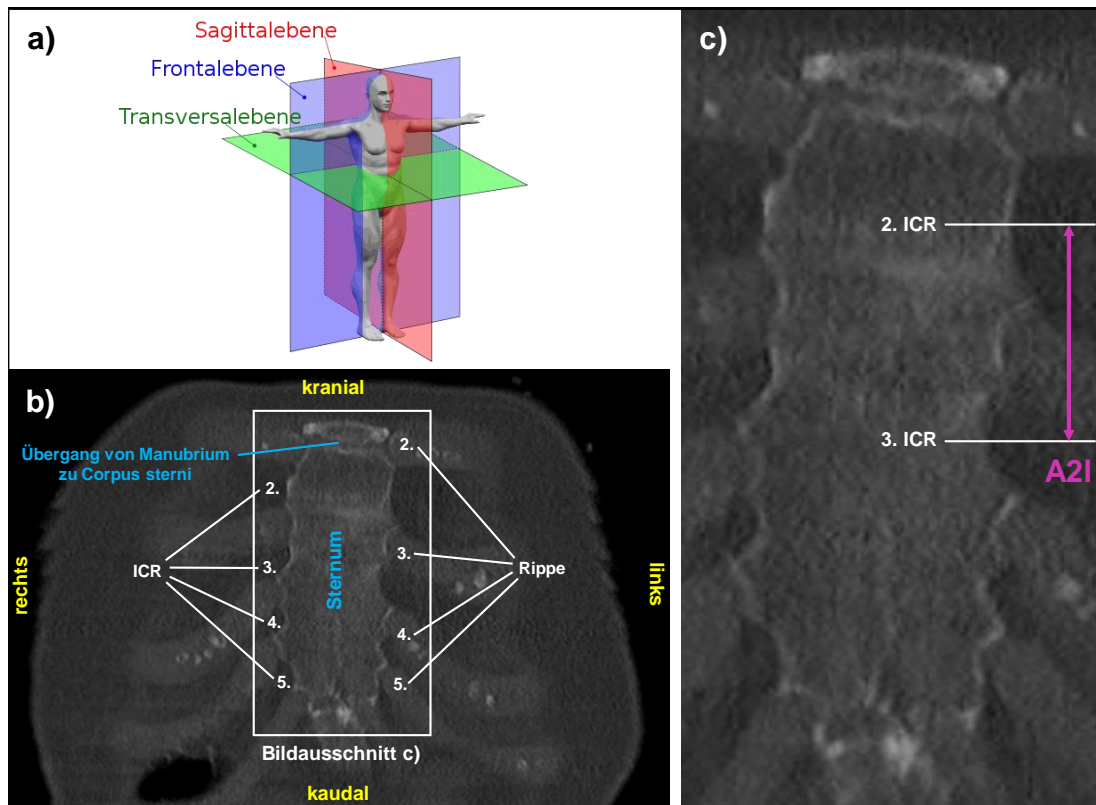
Messung des Werts A im koronaren CT-Bild.
